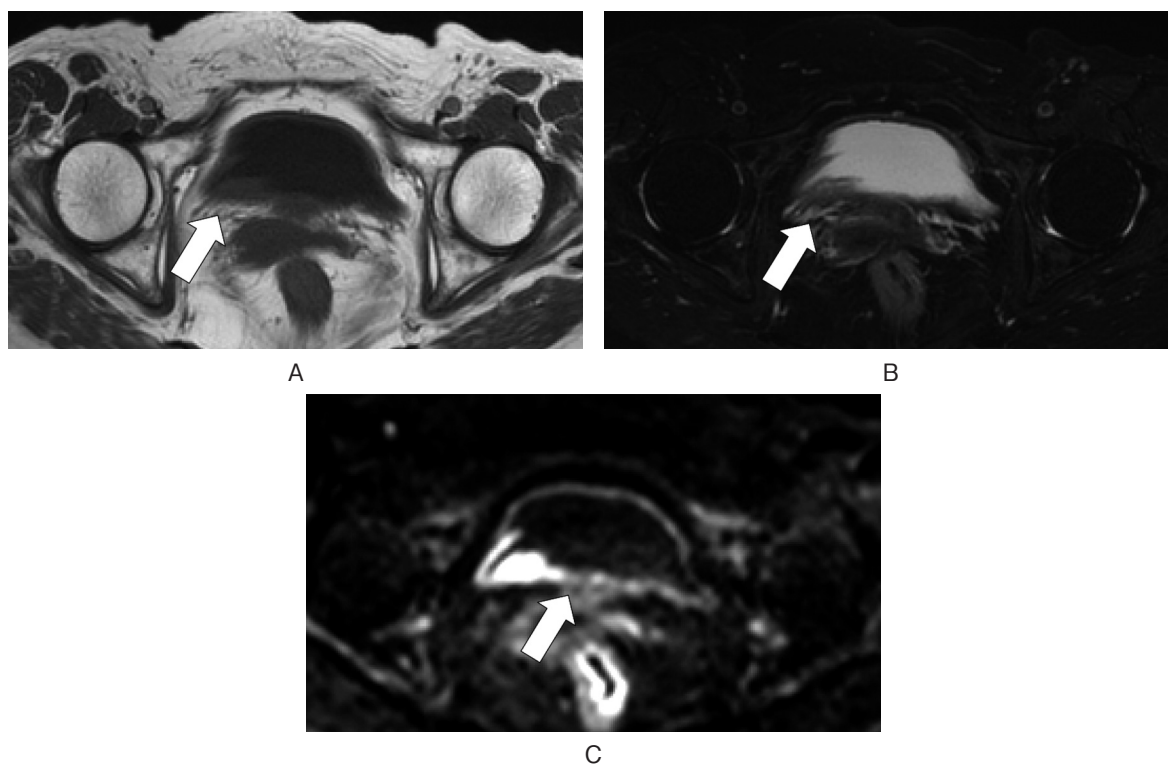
MRI showed thickened bladder wall as (A) hypointense on T1 weighted; (B) intermediate intensity on T2 weighted; and (C) hyperintense on diffusion-weighted image (arrow).
